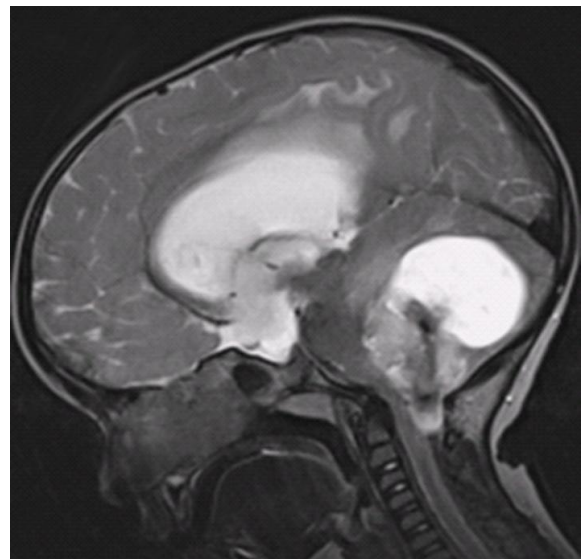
Ependimoma de fosa posterior en la resonancia magnética de cráneo sagital.
